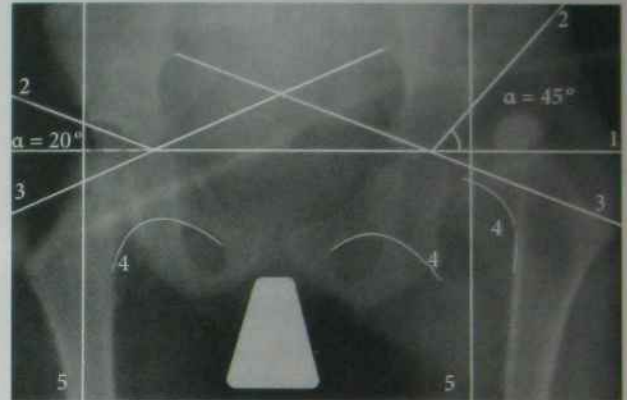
Рентгенограма кульшових суглобів у задній прямій проекції:
